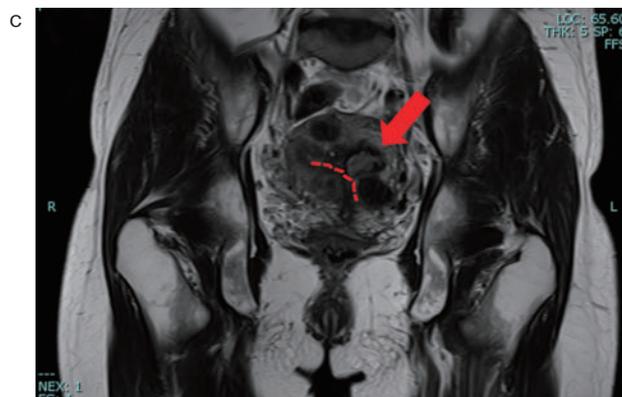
c 子宮摘出前の骨盤部MRI T2強調前額断像。子宮内左側の低信号域を示す筋腫（矢印）内に高信号領域を認め内腔と連続している。子宮内腔は右側に偏位している（点線の部分が内腔）。
